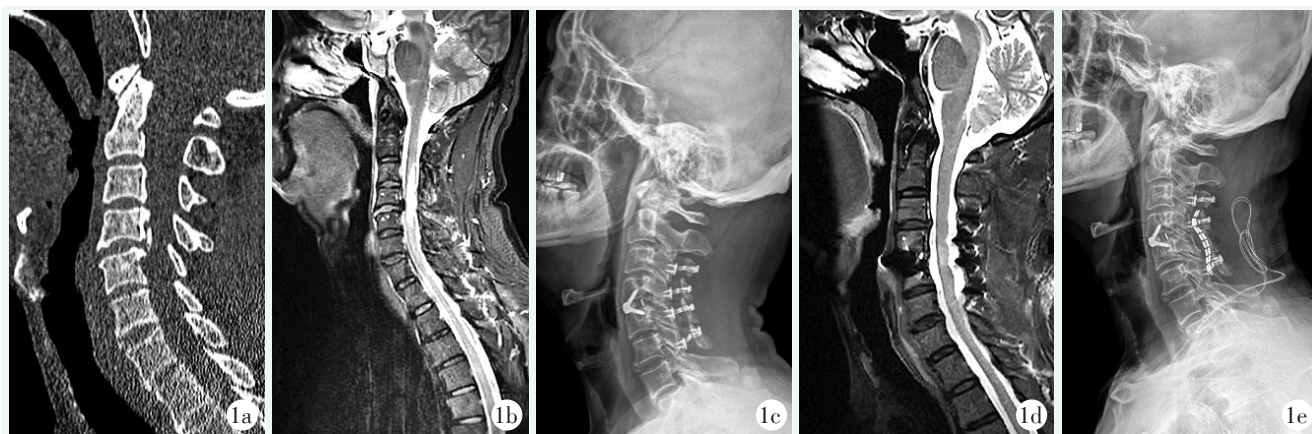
患者男性, 65 岁。1a: 初次术前 CT 示 C_{4/5} 后纵韧带骨化, 椎管狭窄; 1b: 术前 MRI 示 C₃₋₅ 急性颈部脊髓损伤, 颈椎椎管内血肿; 1c: 后路单侧开门椎管扩大减压, C_{4/5} 椎间切除融合术后 8 个月侧位 X 线片示内固定位置满意; 1d: 术后 8 个月 MRI 示脊髓水肿信号较前好转; 1e: 电刺激植入术后正位 X 线片示电极片位于 C₄₋₆ 后硬膜外间隙。
